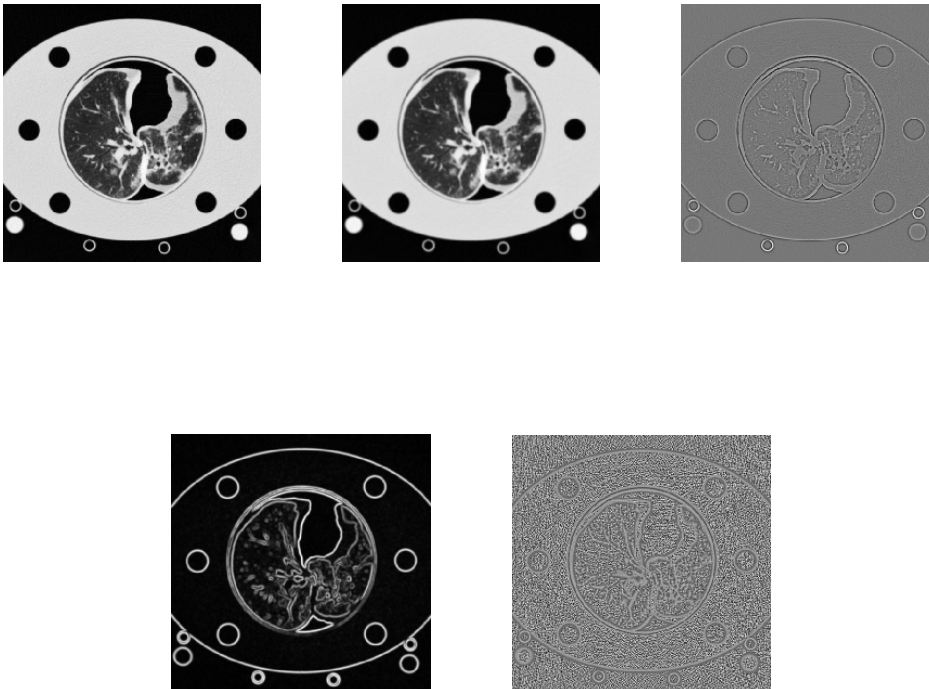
CT-Bilder des Lungenphantoms in den Normalisierungsschritten. Oben von links nach rechts: I , μ und I -mu. Unten: σ und \hat{I}
